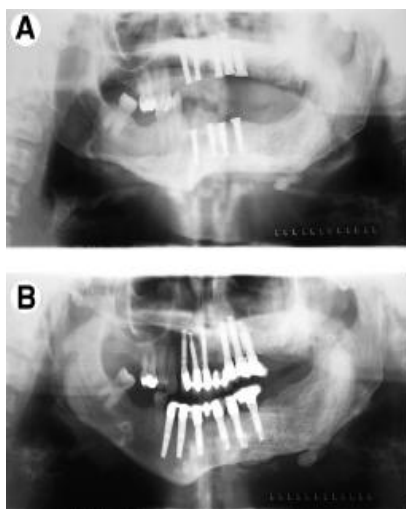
A – Ortopantomografia após a primeira fase de implantes.
